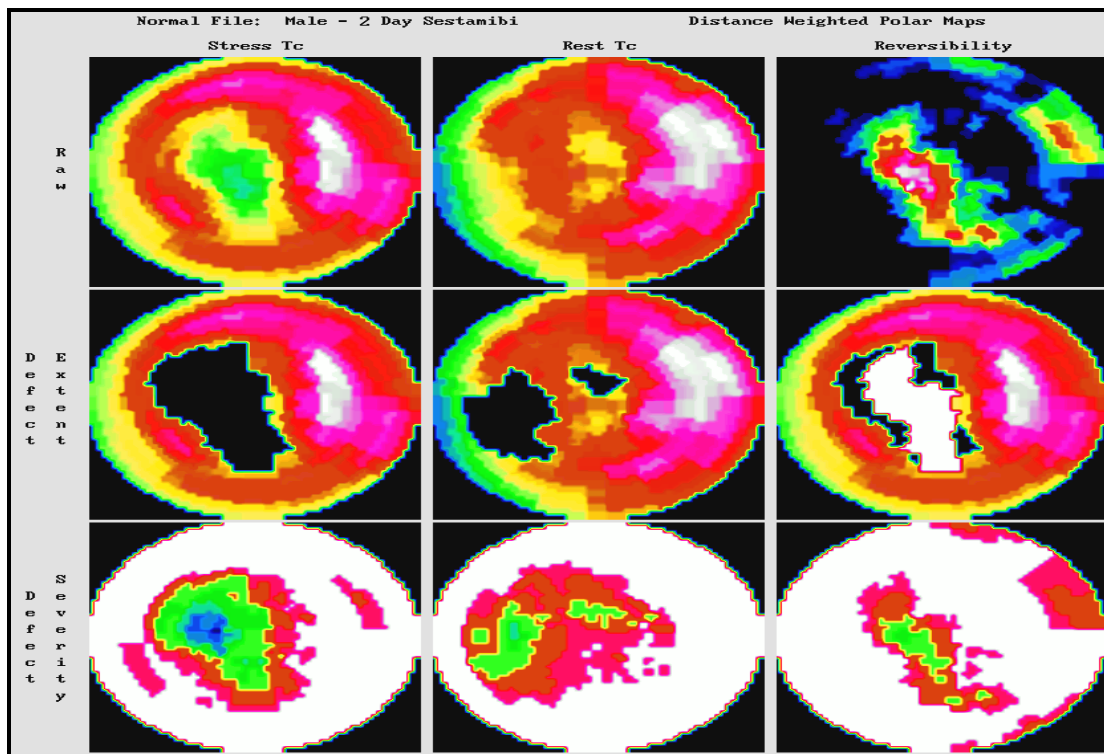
SPECT sincronizada de perfusión miocárdica con ^{99m}Tc -MIBI. Mapas polares o imágenes de Ojo de Büey (*Bull's eyes*). Paciente N_o-30.
